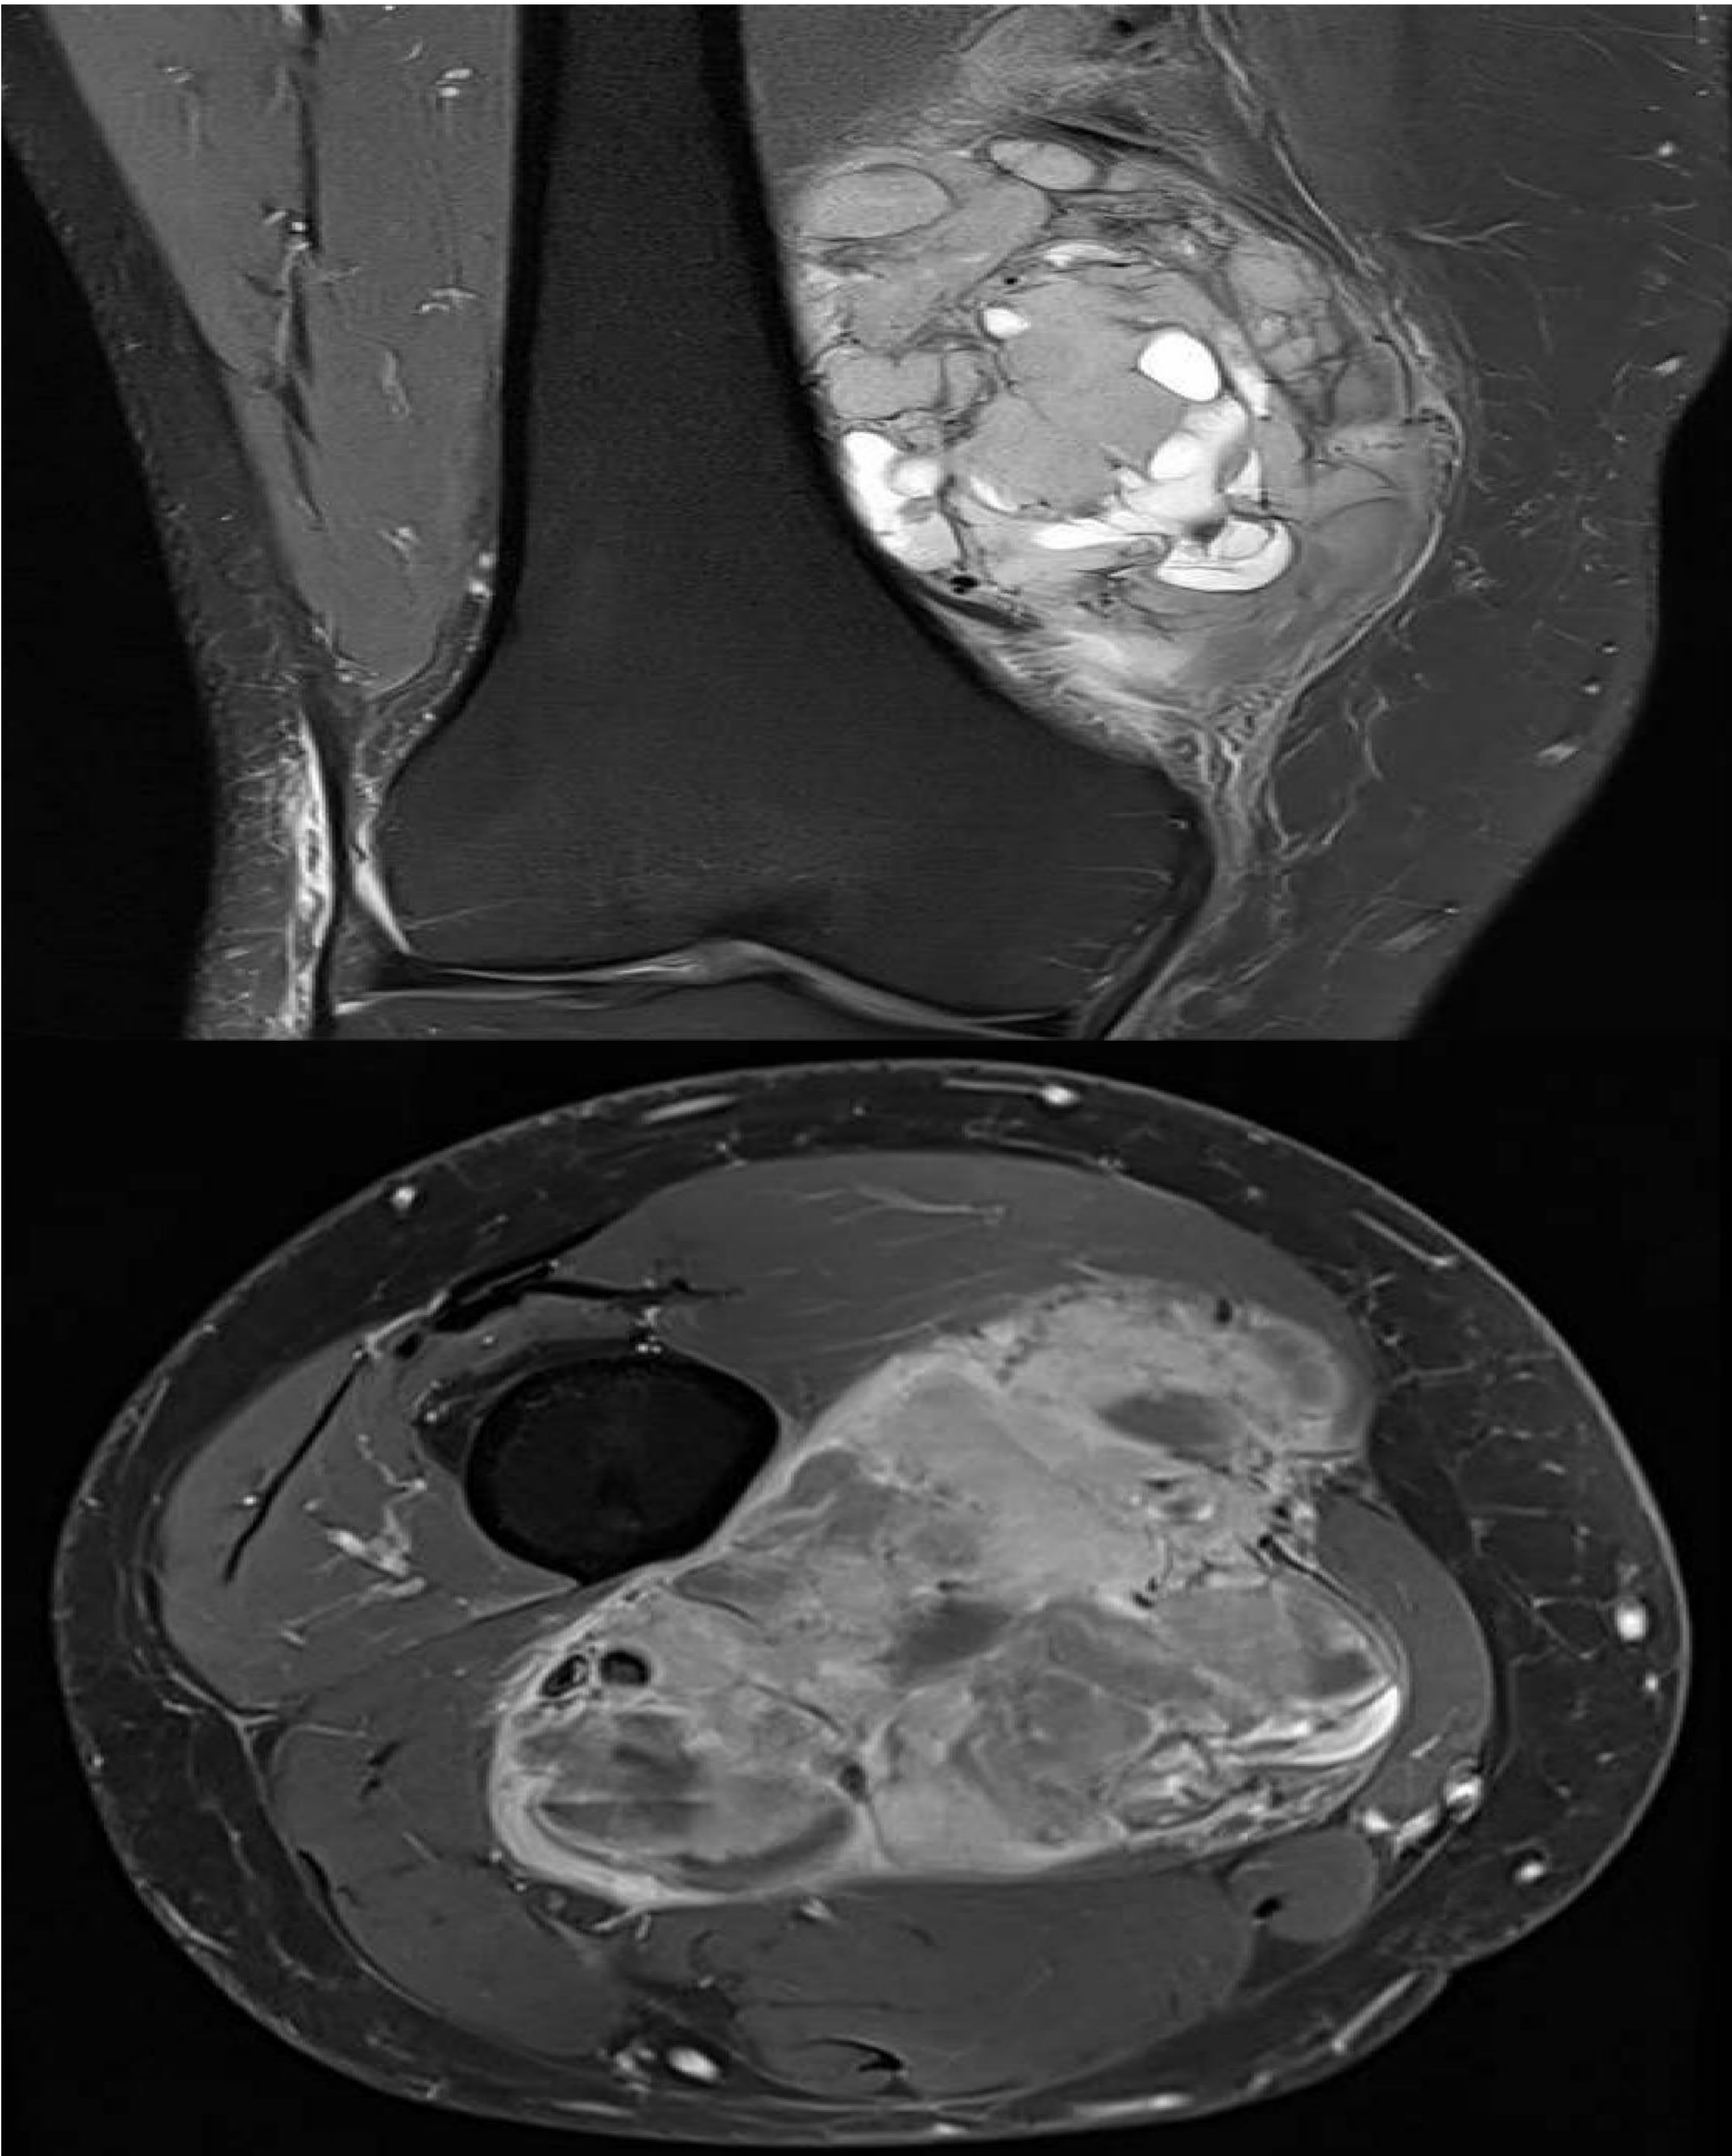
RMN muslo derecho
